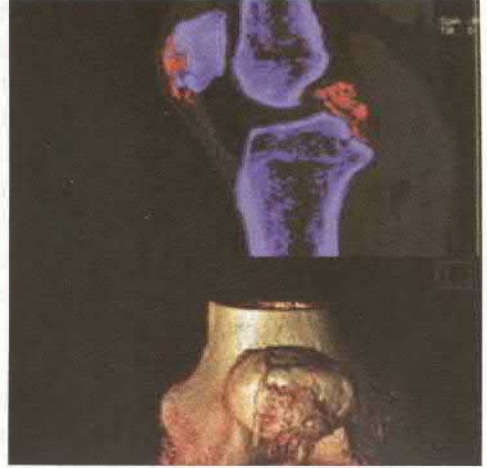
TC cu energie duală a articulațiilor în artrită gutoasă
